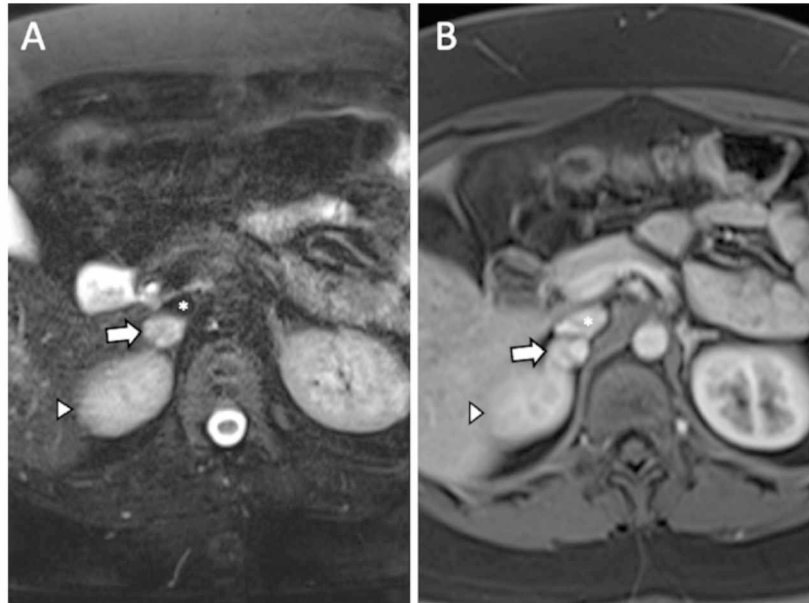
RM de mulher de 28 anos portadora de VHL com FEO. Cortes axiais T2 com saturação de gordura (A) e T1 com saturação de gordura após a injeção do meio de contraste em fase arterial (B) demonstrando pequeno nódulo (seta) na glândula adrenal direita. Note o rim direito (cabeça de seta) e a veia cava inferior (asterisco). Foi realizada ressecção cirúrgica e o exame histopatológico confirmou o diagnóstico.
